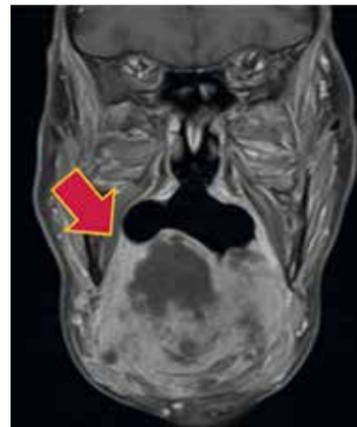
RM seqüência ponderada em T1 pós contraste no plano coronal revela realce difuso e heterogêneo dos componentes sólidos tumorais e extensa área de necrose central
